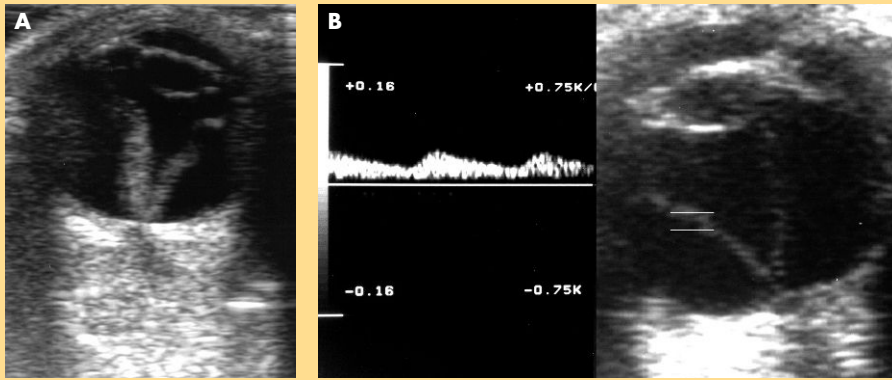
Desprendimiento de retina. A: imagen hiperecogénica en V con punto de anclaje en la papila, característica del desprendimiento de retina. B: estudio Doppler pulsado que demuestra la existencia de vascularización arterial en la retina desprendida, lo que permite el diagnóstico diferencial con las membranas vítreas que no presentan vascularización.
